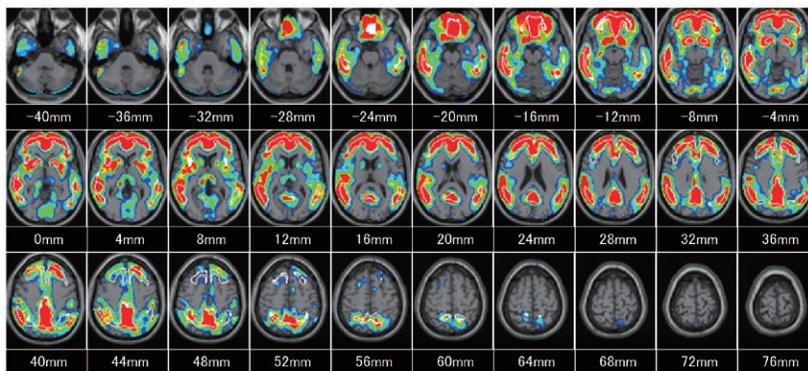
アミロイドPET定量ソフトウェア, Amyquant
